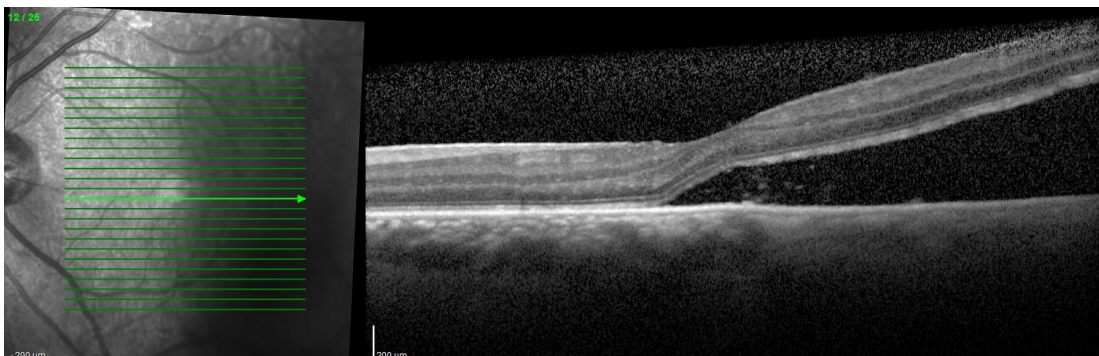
Tomografia de coerência ótica aos 3 meses de seguimento, mostrando descolamento de retina com atingimento foveal
